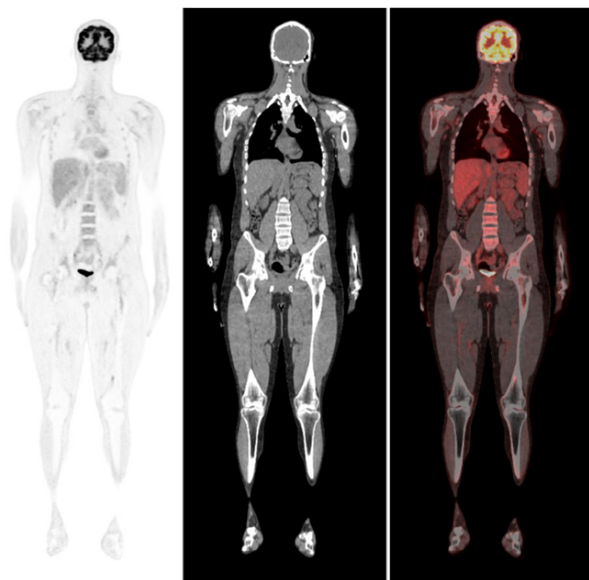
Scansione PET, Scansione CT, Scansione PET/CT
